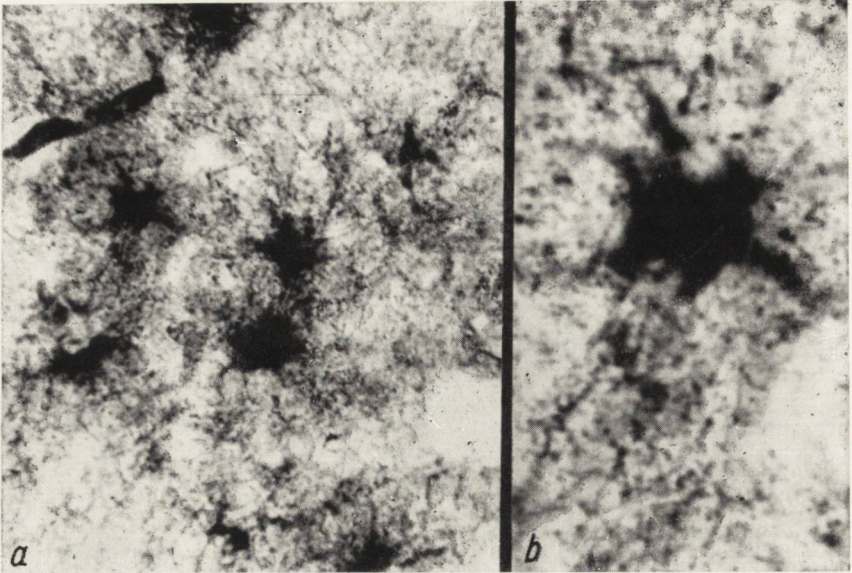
Te same naczynia, co na ryc. 1, 2, badane na enzymy oksydoredukcyjne z Nitro-BT (dehydrogenaza kwasu jabłkowego MDH). Wyraźnie wzmożona czynność enzymatyczna gleju pogranicza. Pow. ok. $15\times$ obj. $8\times$.
